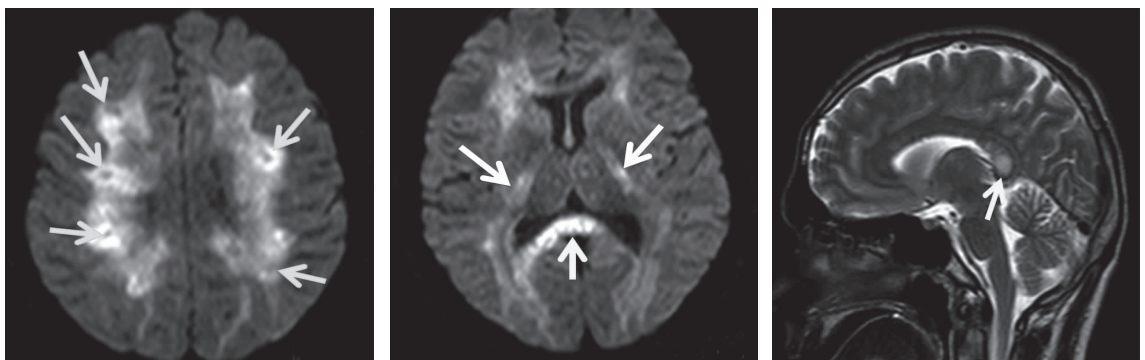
胼胝体 DWI 像扩散受限(压部最明显,箭头所示),皮层下白质出现亮点(箭头所示),还有放射冠、内囊(箭头所示)以及脑干上部背外侧的 DWI 高信号
